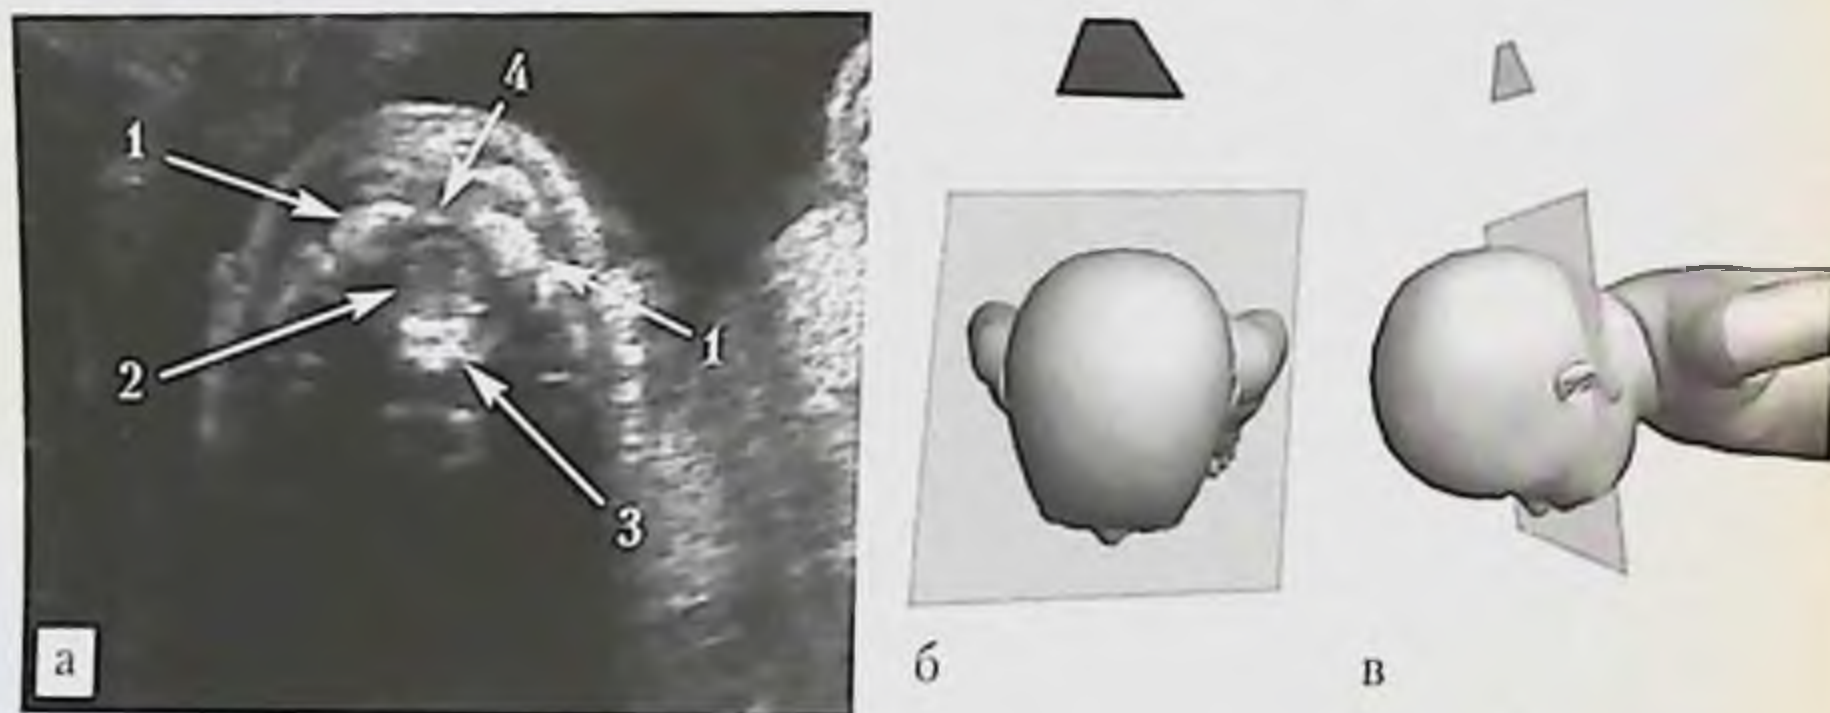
УЗИ головы плода, поперечная плоскость через большое затылочное отверстие: *а* — эхограмма головы плода (трансабдоминальный доступ со стороны нижней части затылка плода): 1 — боковые части затылочной кости; 2 — большое затылочное отверстие; 3 — базилярная часть затылочной кости, 4 — синхондроз; *б, в* — схемы расположения датчика, головы плода и ориентации плоскости сканирования.
